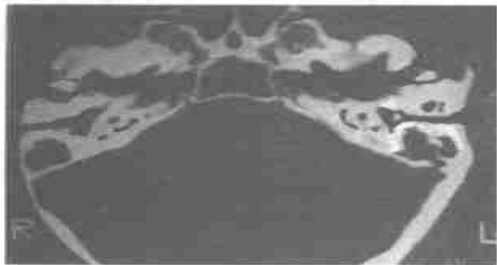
左耳 CT 像(眼眶外耳孔线下 10mm)
